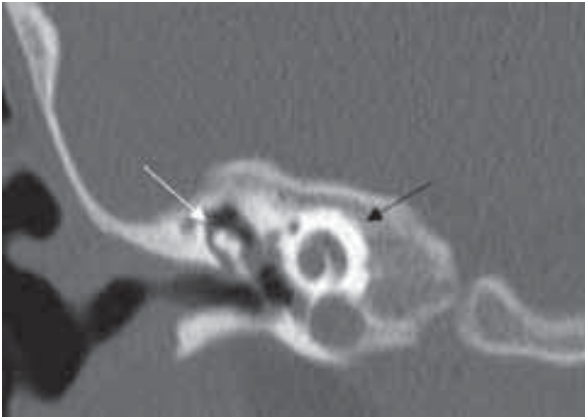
Tomografía computarizada coronal de alta resolución donde se observa la fusión de la vuelta media y la apical del caracol (flecha negra) y un complejo incudomaleolar normal (flecha blanca).
